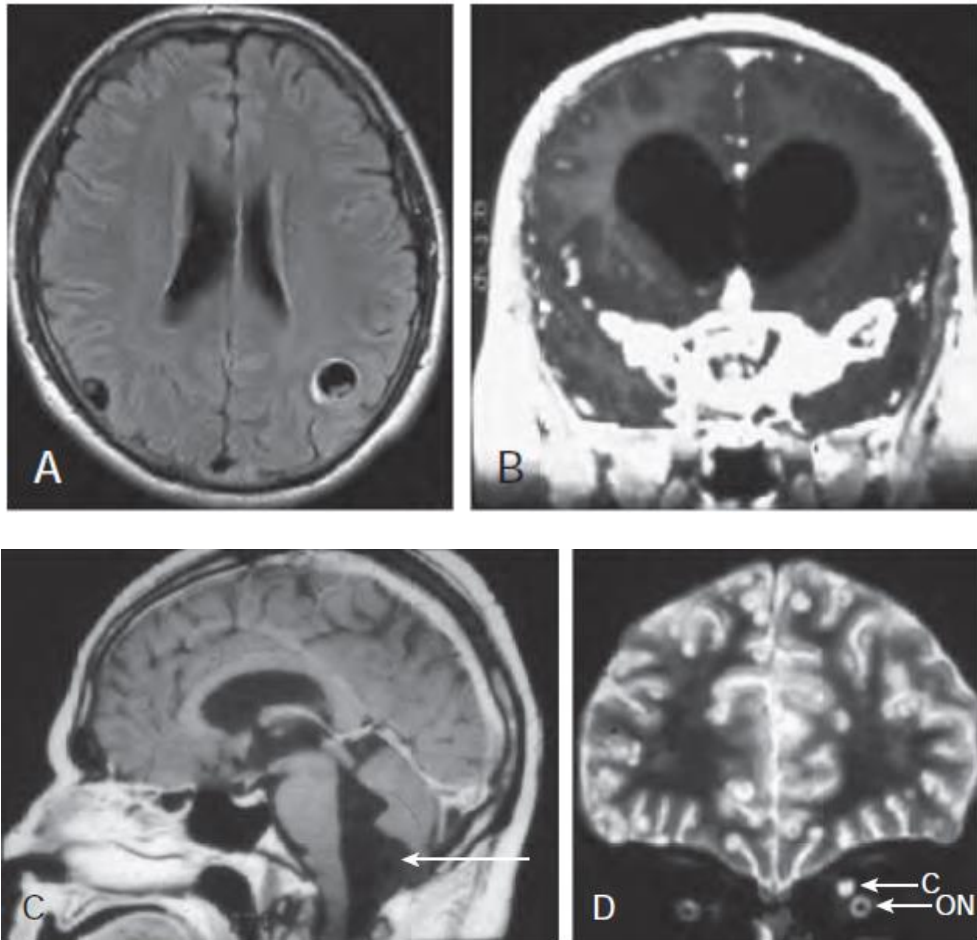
Neurocysticercosis. A, MRI (T1 weighted) demonstrating 2 parenchymal cysts with protoscolexes. B, MRI (T1 weighted) of cysticercal basilar arachnoiditis. C, MRI (T1 weighted) showing a cyst below the fourth ventricle (*arrow*). D, MRI (T2 weighted) showing a cysticercus (C) above the optic nerve (ON).
